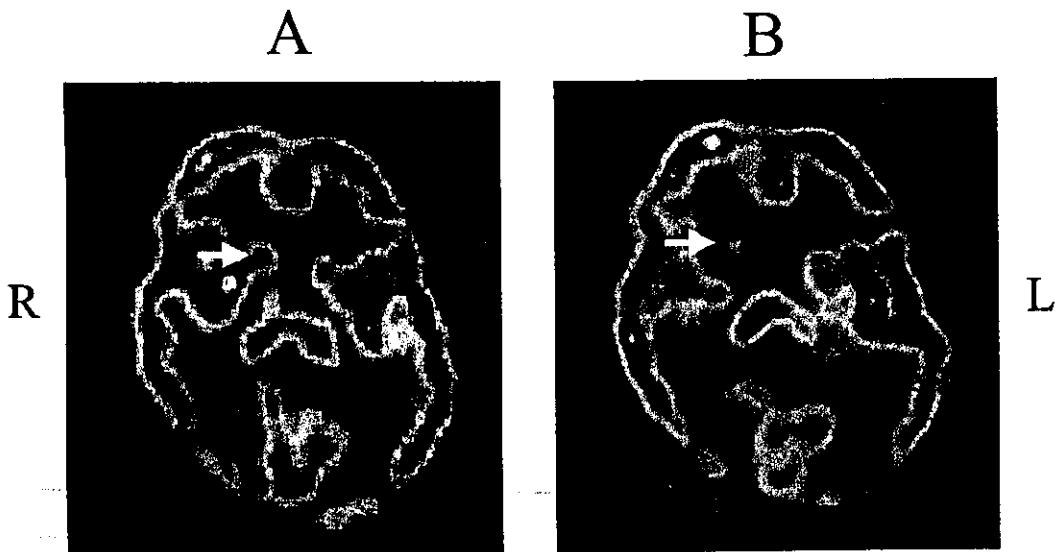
$^{99m}\text{Tc}$ -HMPAOを用いたSPECT
